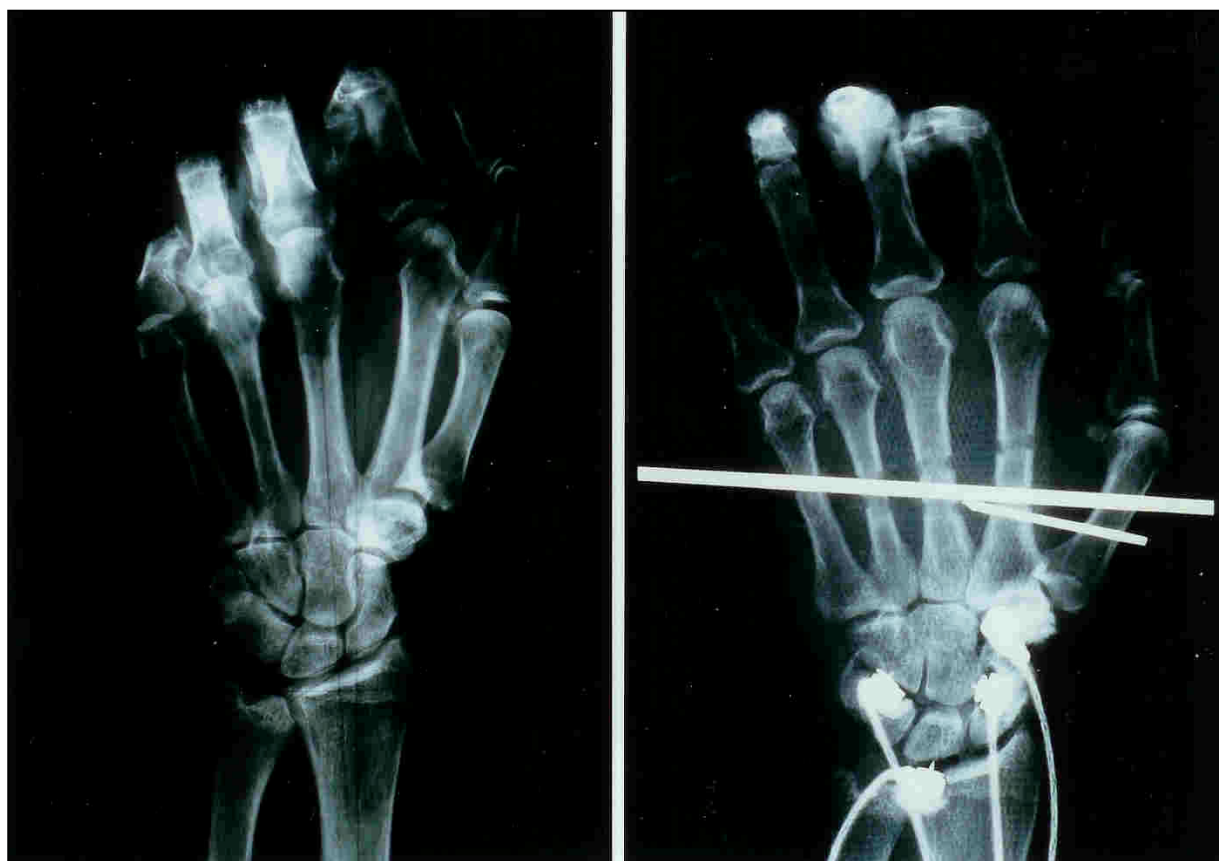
Röntgenkontrolle Arm VII a.-p. nach Capitulumverkürzung
